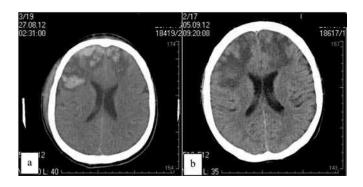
КТ в динамике при геморрагических очагах ушиба: а — при поступлении: b — лизис геморрагического компонента на 9-е сутки после травмы.
